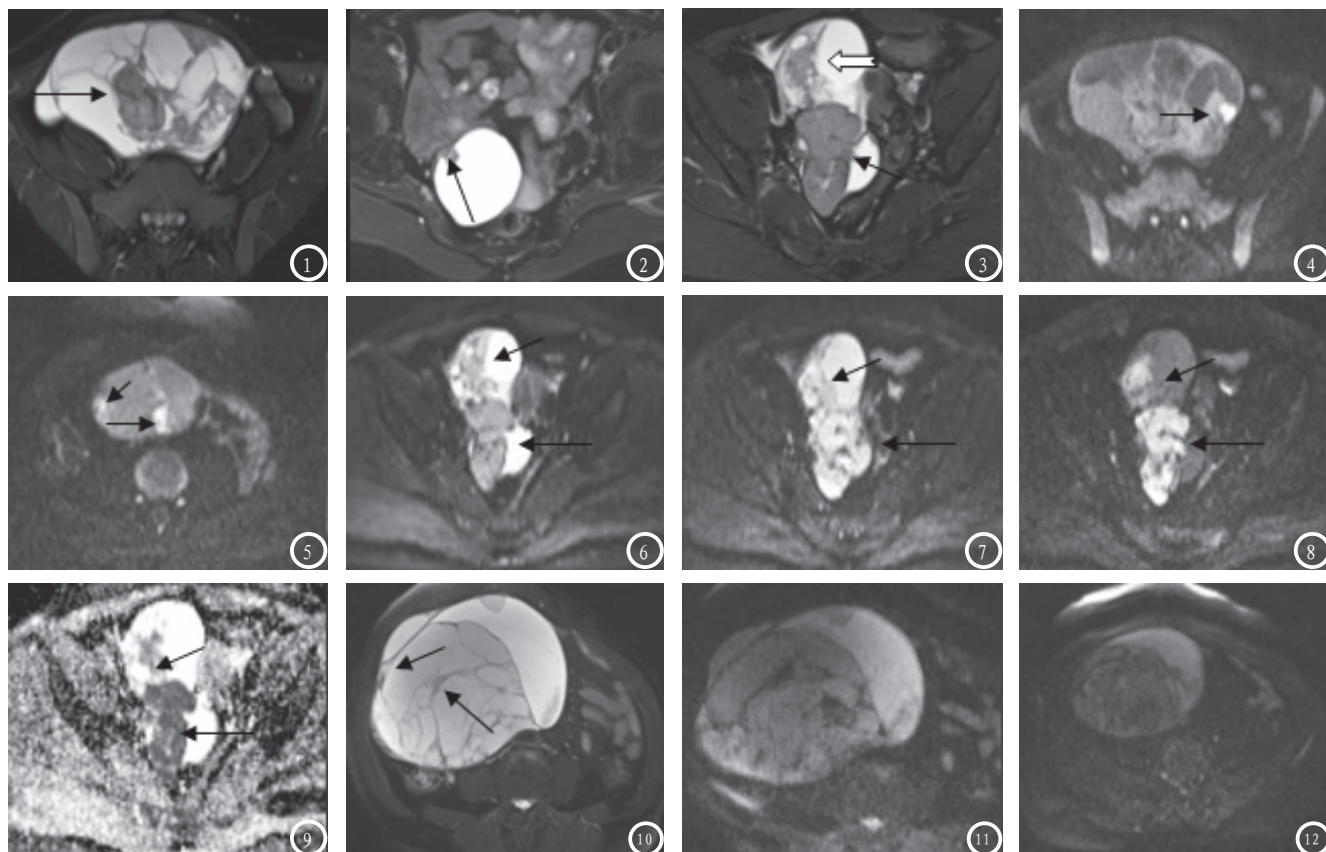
交界性粘液性肿瘤癌变, 高分化T2WI示盆腔囊性为主肿物, 多发分隔, 厚薄不均, 边缘毛糙(箭)。图2 浆液性囊腺癌T2WI示盆腔囊性肿物, 囊壁光滑, 右前壁囊内见一乳头状突起(箭)。图3 浆液性囊腺癌 T2WI示卵巢囊实性肿物, 实性成分呈团块状(箭), 并见囊壁不规则增厚(燕尾箭)。图4、5 (同图1病例)DWI (b=800s/mm²)示增厚囊壁上多发乳头状、不规则小片状高信号癌灶(箭)。图6、7、8、9 (同图3病例) b值分别为50、400、800s/mm²DWI图及ADC图 DWI示随着b值增加, 病灶与背景组织对比逐渐增加, b值=800s/mm²时病变显示最佳(箭), ADC图示病灶呈低信号(箭)。图10、11、12 粘液性囊腺瘤 分别为T2WI、b值为400、800s/mm²DWI图T2WI示多房囊性肿物, 囊壁及分隔厚度不均匀, 可见囊壁及分隔局部增厚(箭), 同层面DWI扫描示囊壁及分隔上无高信号灶显示。
